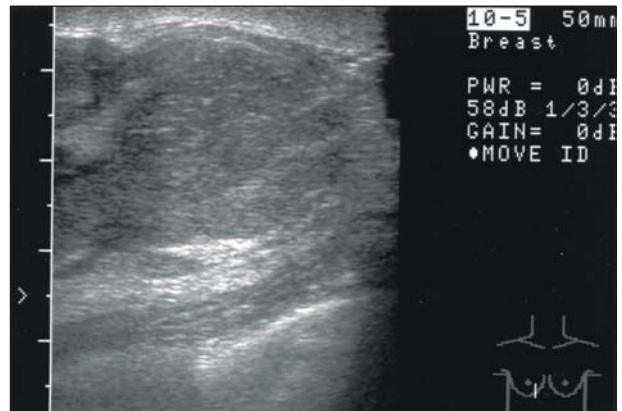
Ultrasonogram of breast reveals multiple sized ovoid hyperechoic masses.
